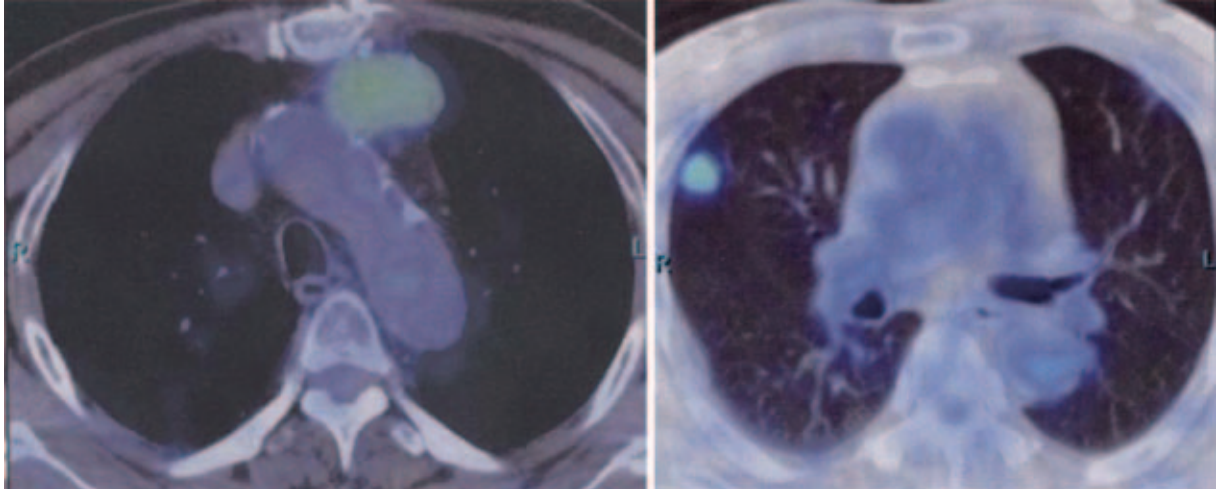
PET-CT shows mild accumulation of FDG in the anterior mediastinal mass and a pulmonary nodule.
